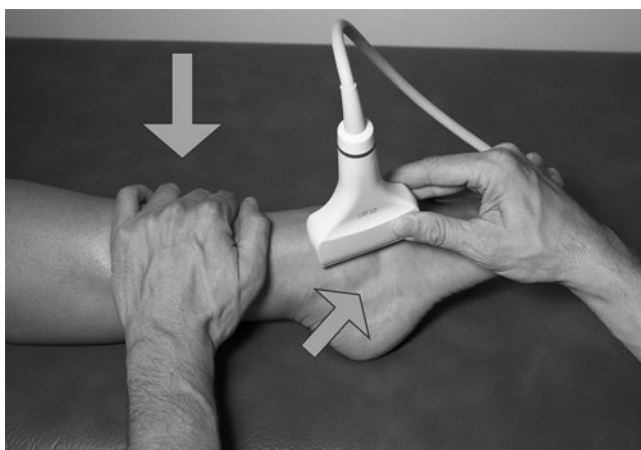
◀ Sonografischer Stresstest des Lig. fibulotalare anterius. (Mit freundl. Genehmigung von H. Gaulrapp)
